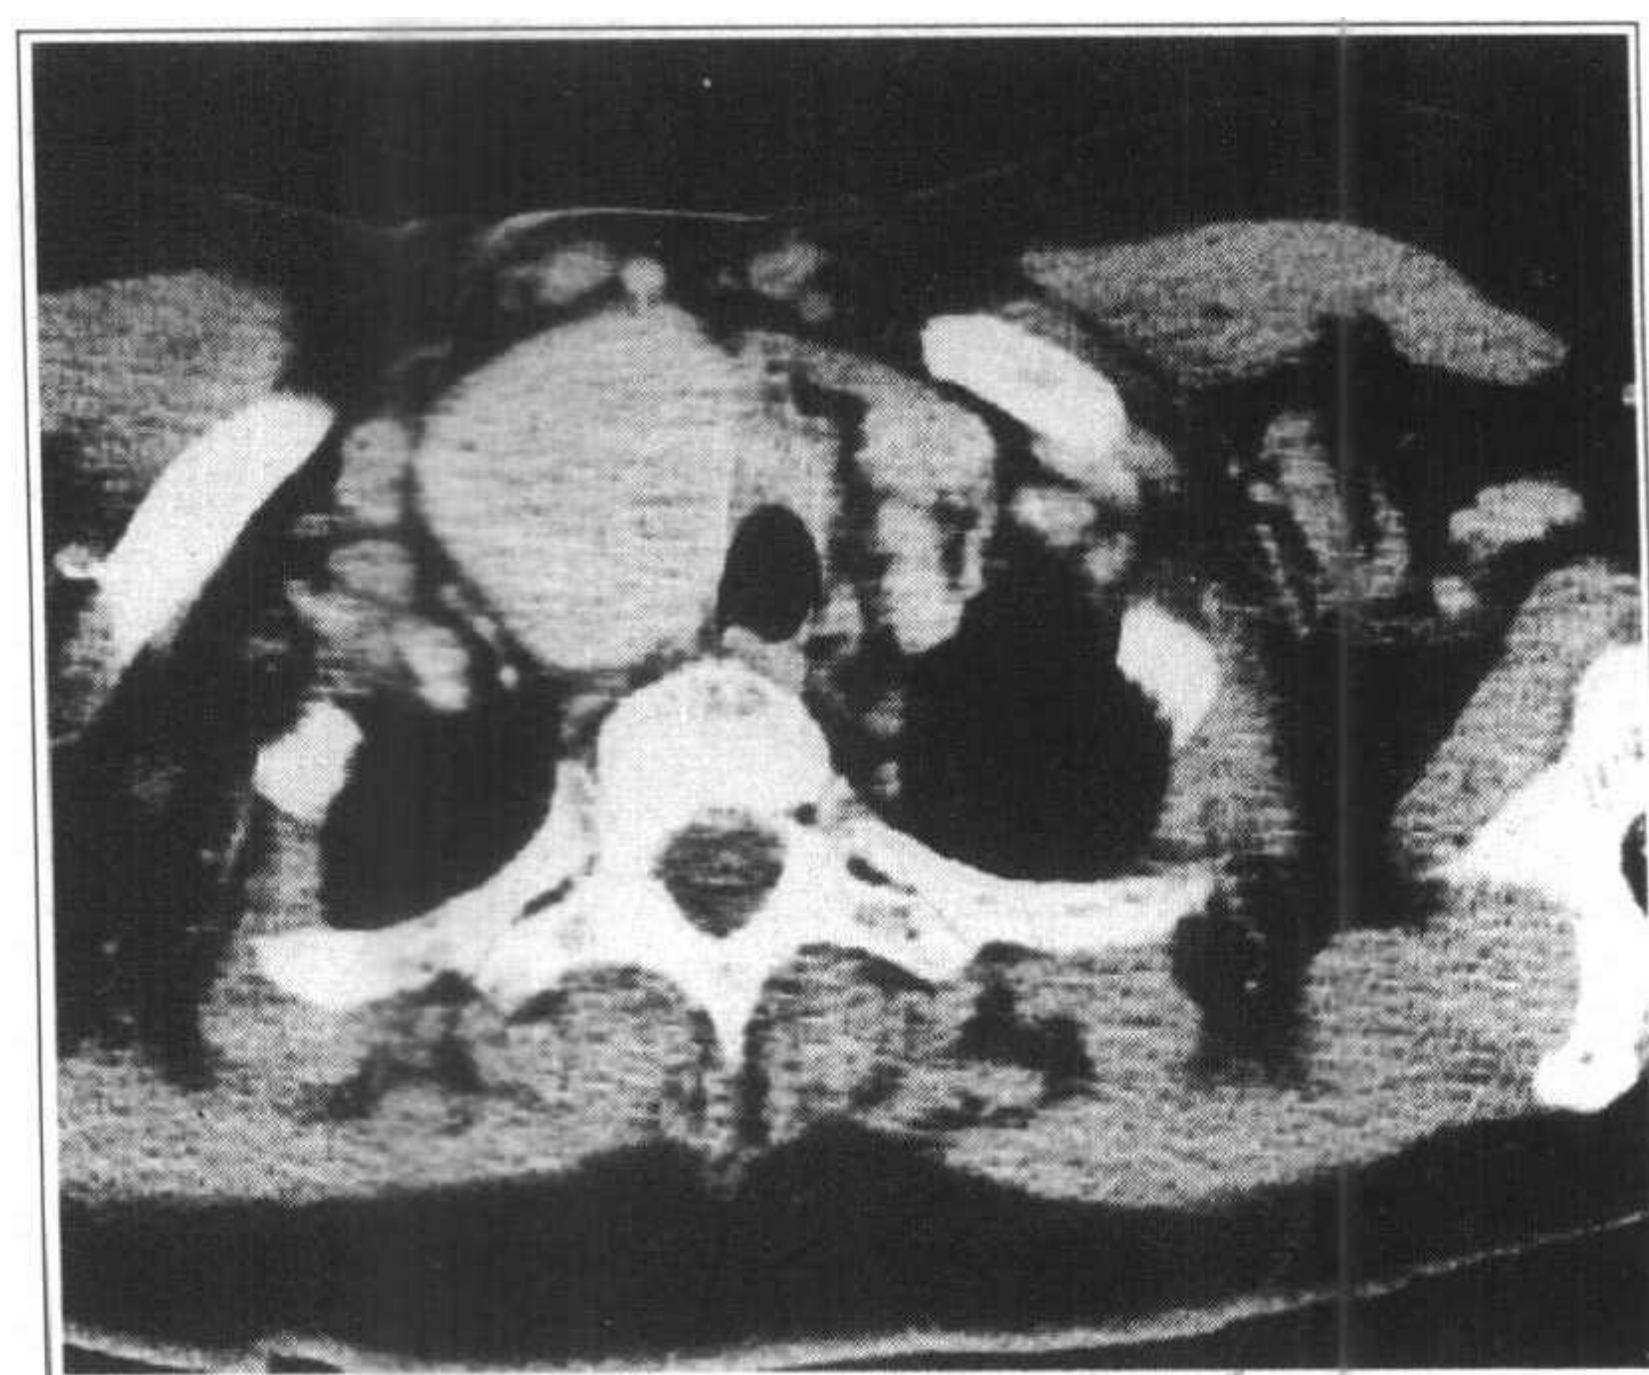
同上例，CT 增强扫描，肿块有明显增强
